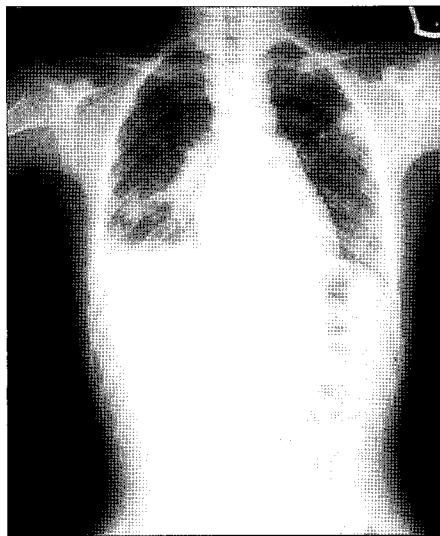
Chest X-ray shows multiple pneumonic consolidations and right pleural effusion.
